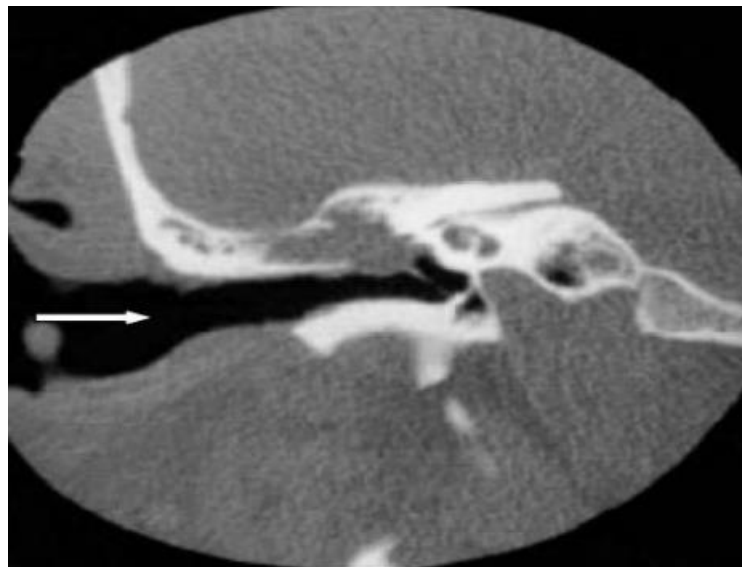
Cholestéatome récurrent sur une oreille opérée en technique fermée TDM en coupe coronale sur une oreille droite. (Iconographie des services de Radiologie et d'ORL de l'HMA)
